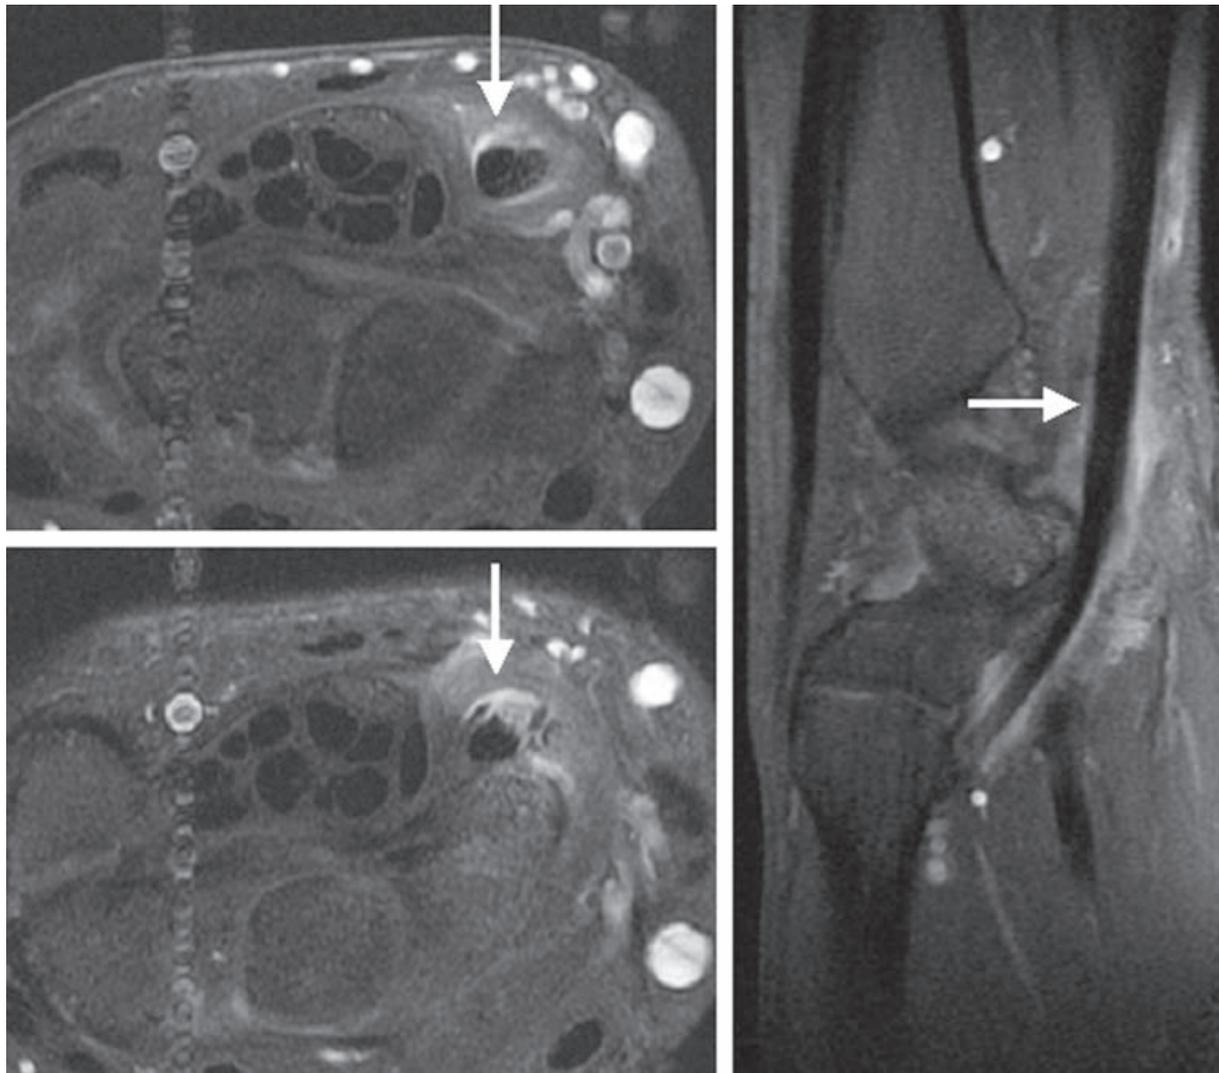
IRM coupes axiales et sagittale T1 après injection intraveineuse de gadolinium. Tendinopathie du fléchisseur radial du carpe avec rehaussement net de la gaine et du rétinaculum. Le tendon reste continu. La coupe sagittale montre bien son trajet avec son angulation en regard de l'articulation scapho-trapèzo-trapézoïdienne et son insertion sur la base du deuxième métacarpien. Le rehaussement de l'extrémité inférieure du scaphoïde traduit les remaniements arthrosiques de l'articulation.
